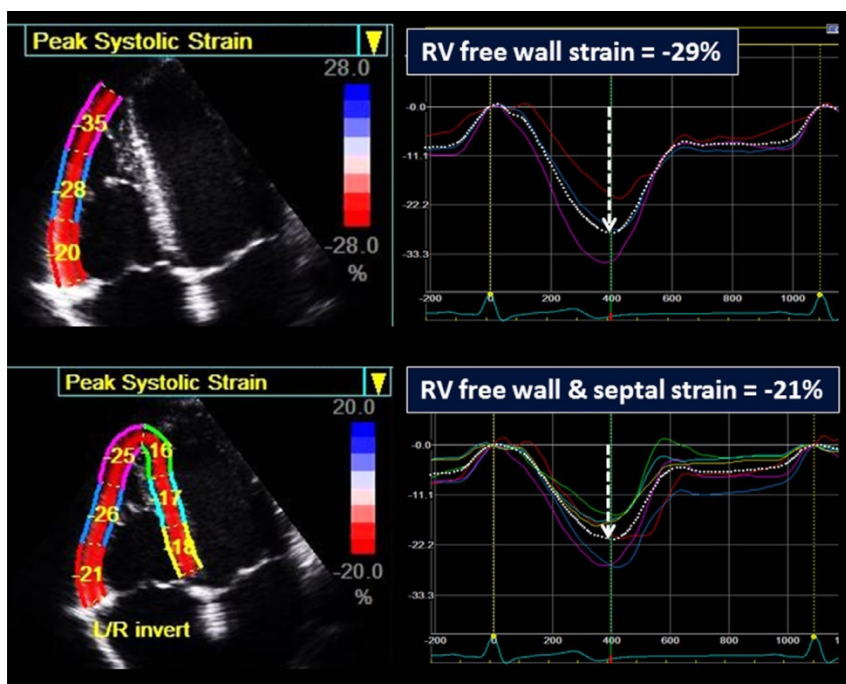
2Dスペックルトラッキングエコー法による右室収縮期ストレインの計測。上段は、右室全体の自由壁のストレインを示している。これは、右室自由壁の3つの区画の平均である。下段は、右室全体の長軸方向ストレインで、心尖部四腔像の6分画、すなわち右室自由壁3分画と心室中隔3分画の合計6分画の平均である。ここで注目すべきは、右室自由壁のストレインの方が、自由壁と心室中隔を合わせたストレインよりも大きい(絶対値として)ということである。広く認められた標準が確立されるまでは、右室長軸方向ストレインの解釈をする際には、この値は、方法論、使用する機器や手法に左右される数値であることを考慮しておく必要がある。
